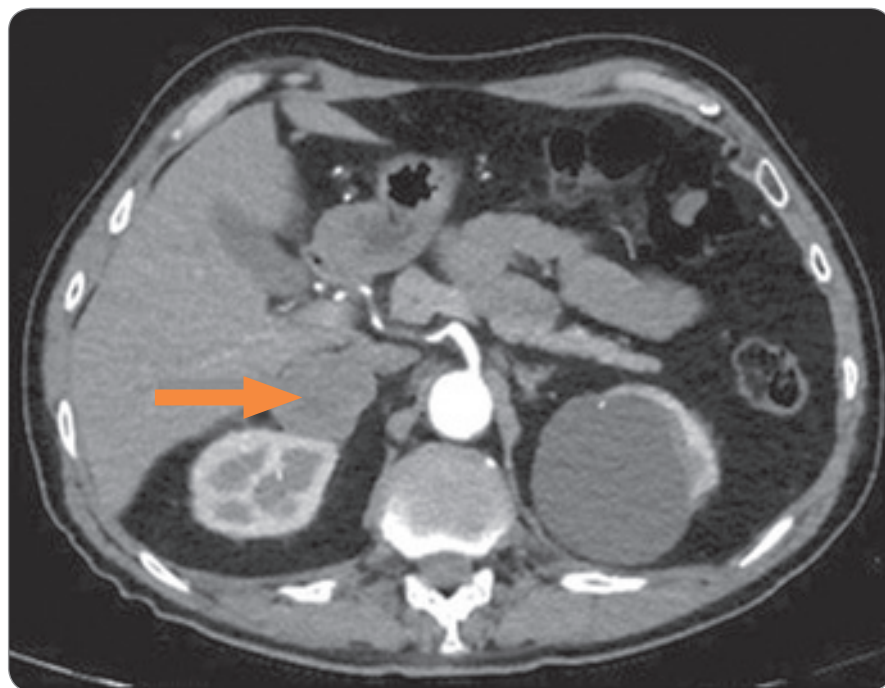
Enhanced computed tomography revealing a metastatic lesion (arrow) in close proximity to the right adrenal gland and kidney.
